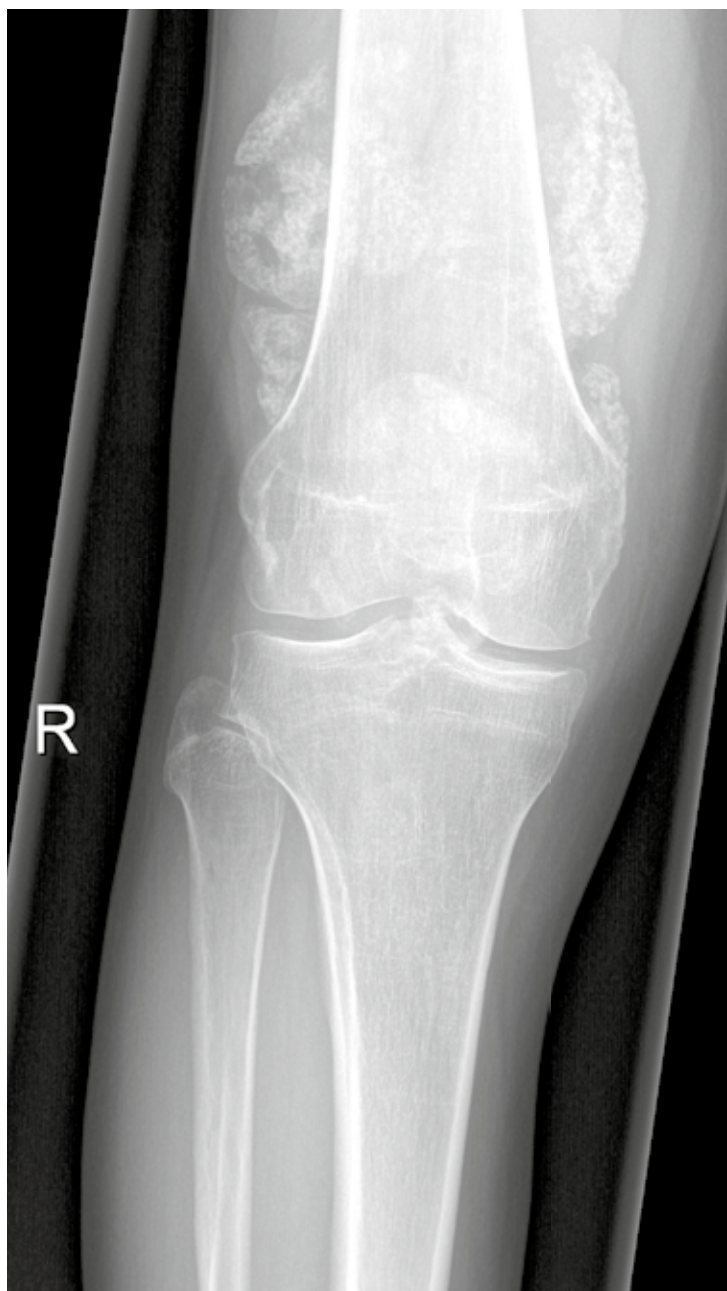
Röntgen rechtes Knie ap/seitlich: 10 Monate später ausgeprägte Verkalkungen periartikulär, insbesondere im Rezessus suprapatellaris.
